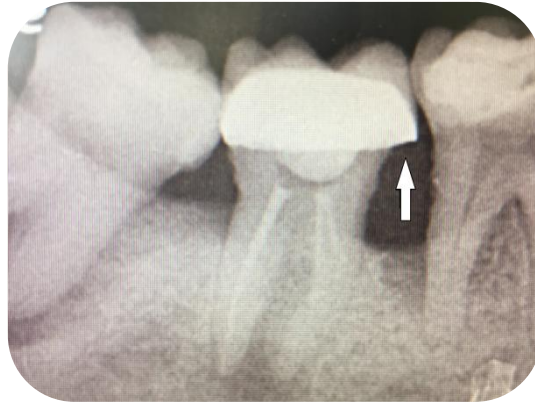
Radiografía dentoalveolar dientes 36. La flecha blanca muestra la restauración desbordante con pérdida ósea horizontal.<sup>30</sup>
